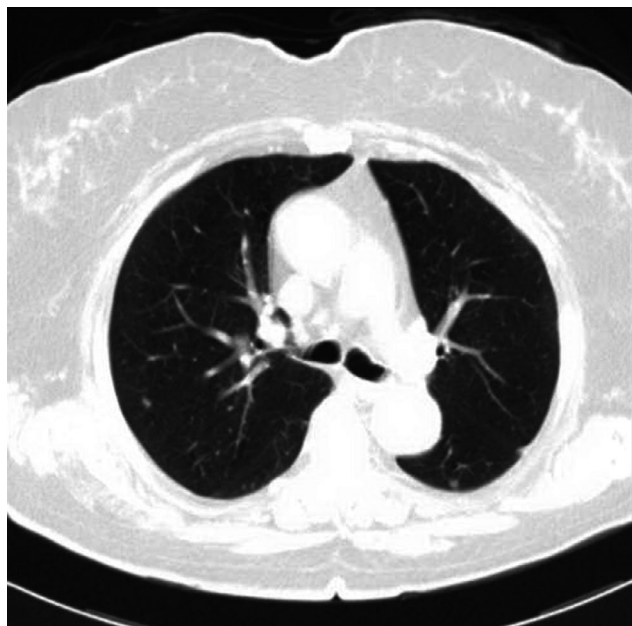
СКТ органов грудной полости (март 2019 г.): множественные метастатические образования размером от 3,5 мм до 16 мм в легочной ткани обоих легких, в средостении – единичные лимфоузлы: в проекции аортального окна размером до 9 мм, бифуркационные лимфатические узлы – до 8,7 мм
